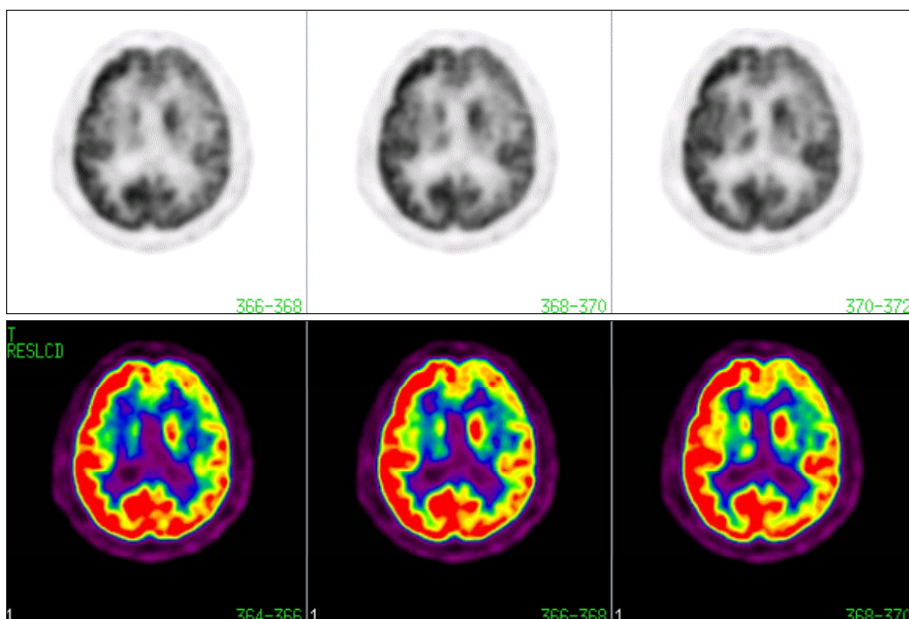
Brain PET, asymmetrically increased subcortical white matter regional glucose metabolism, cannot differentiate stroke from low grade glioma.
